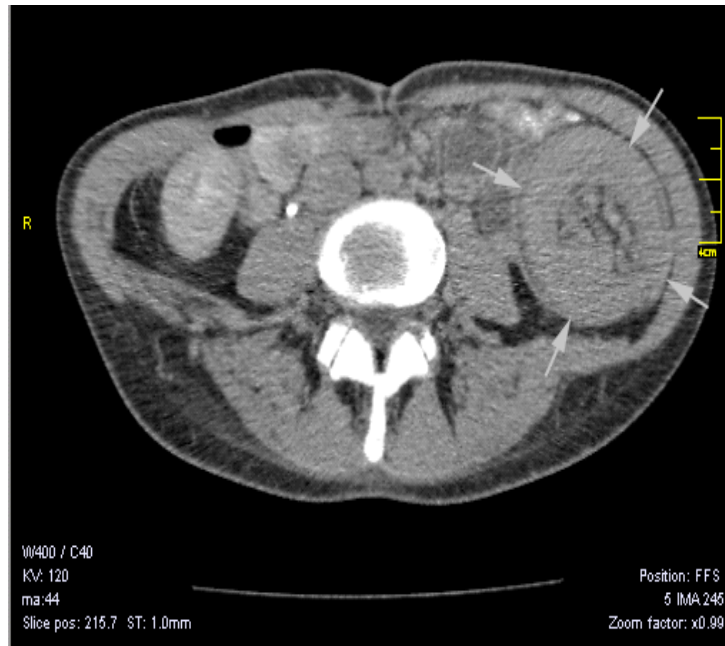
Компьютерная томография – картина тонкокишечной инвагинации
